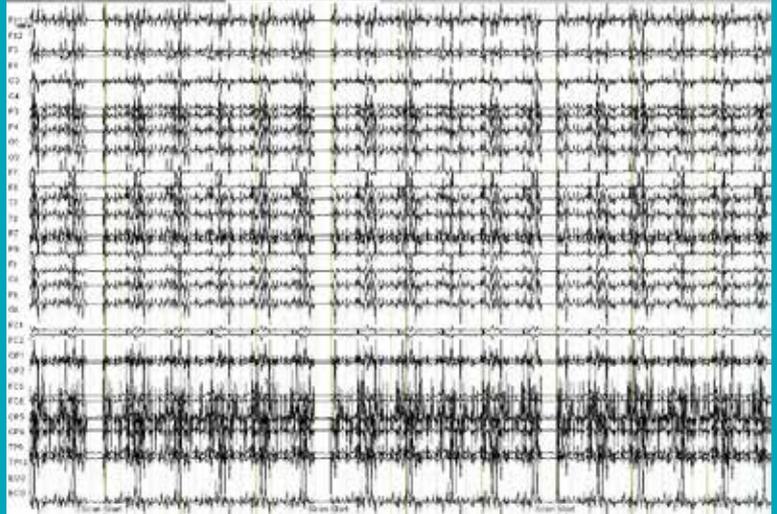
Signal ÉEG lors de l'acquisition des images IRM. Le signal ÉEG est contaminé par les radiofréquences émises par l'antenne de surface
